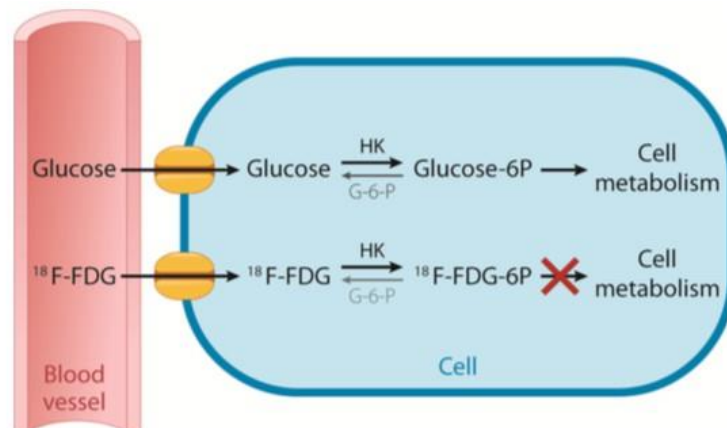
Métabolisme du glucose et du [18F]-FDG
